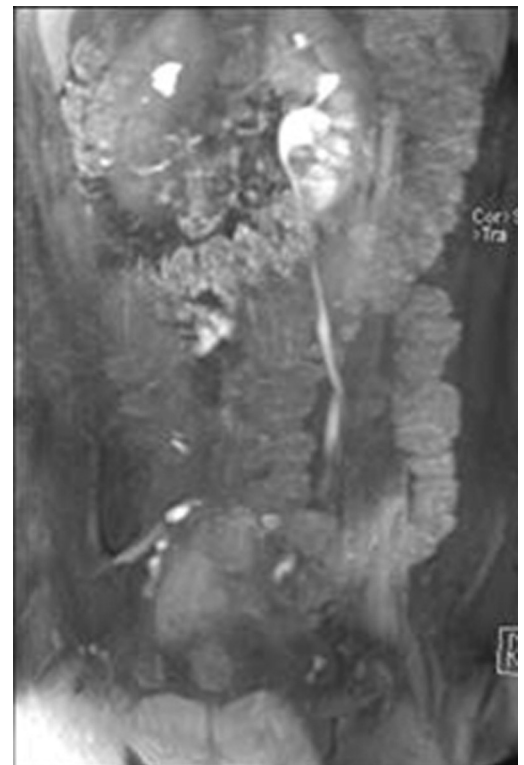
MRT Abdomen mit Stauung des linken oberen Harntrakts
